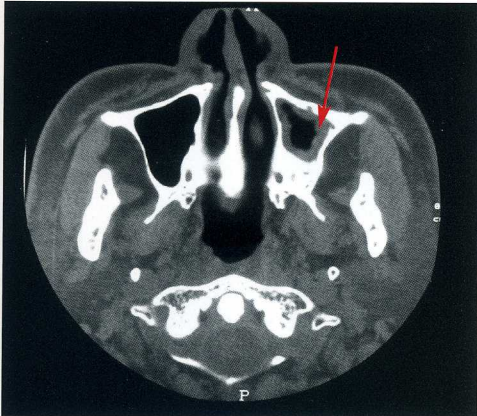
術後約1ヶ月のCT検査では、左側上顎洞全周に3~5mm厚さの洞粘膜肥厚像を認めた(矢印)。
